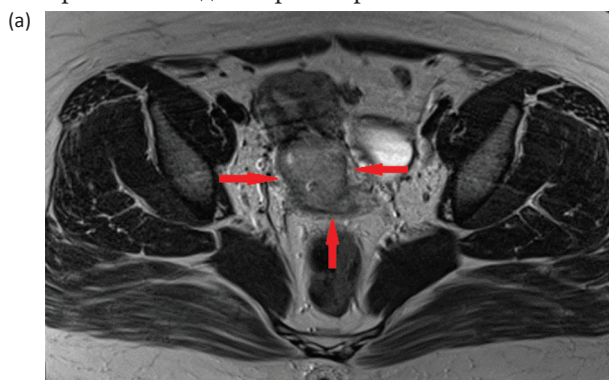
(а) МРТ-исследование, корональный срез. Стрелками показано первичное распространение опухолевого процесса шейки матки. МРТ-картина эндофитной опухоли шейки матки IIb стадии, распространение на внутренний зев, на передний и латеральные параметрии с двух сторон и на переднюю стенку влагилица. Шейка матки представлена опухолью, общими размерами 4,17×3,61×4,48 см. (б) Заполнение карты «Клинический контуринг», согласно данным бимануального исследования и МРТ-изображениям
